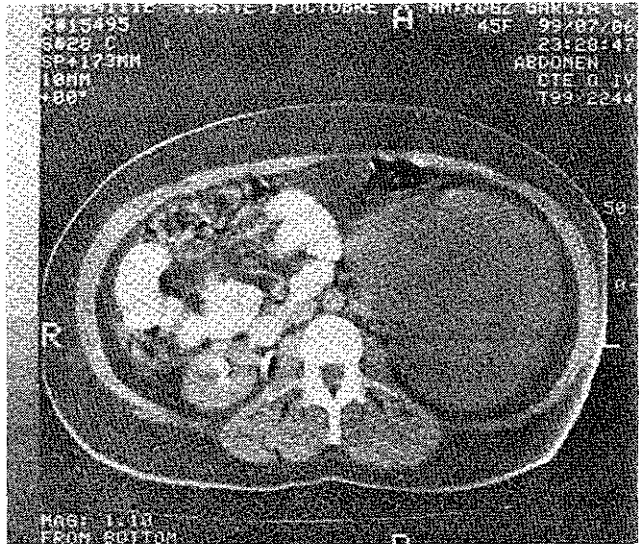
Tomografía abdominal que muestra una lesión del lado izquierdo que mide 165x156x164 mm. De densidad homogénea de bordes bien delimitados
